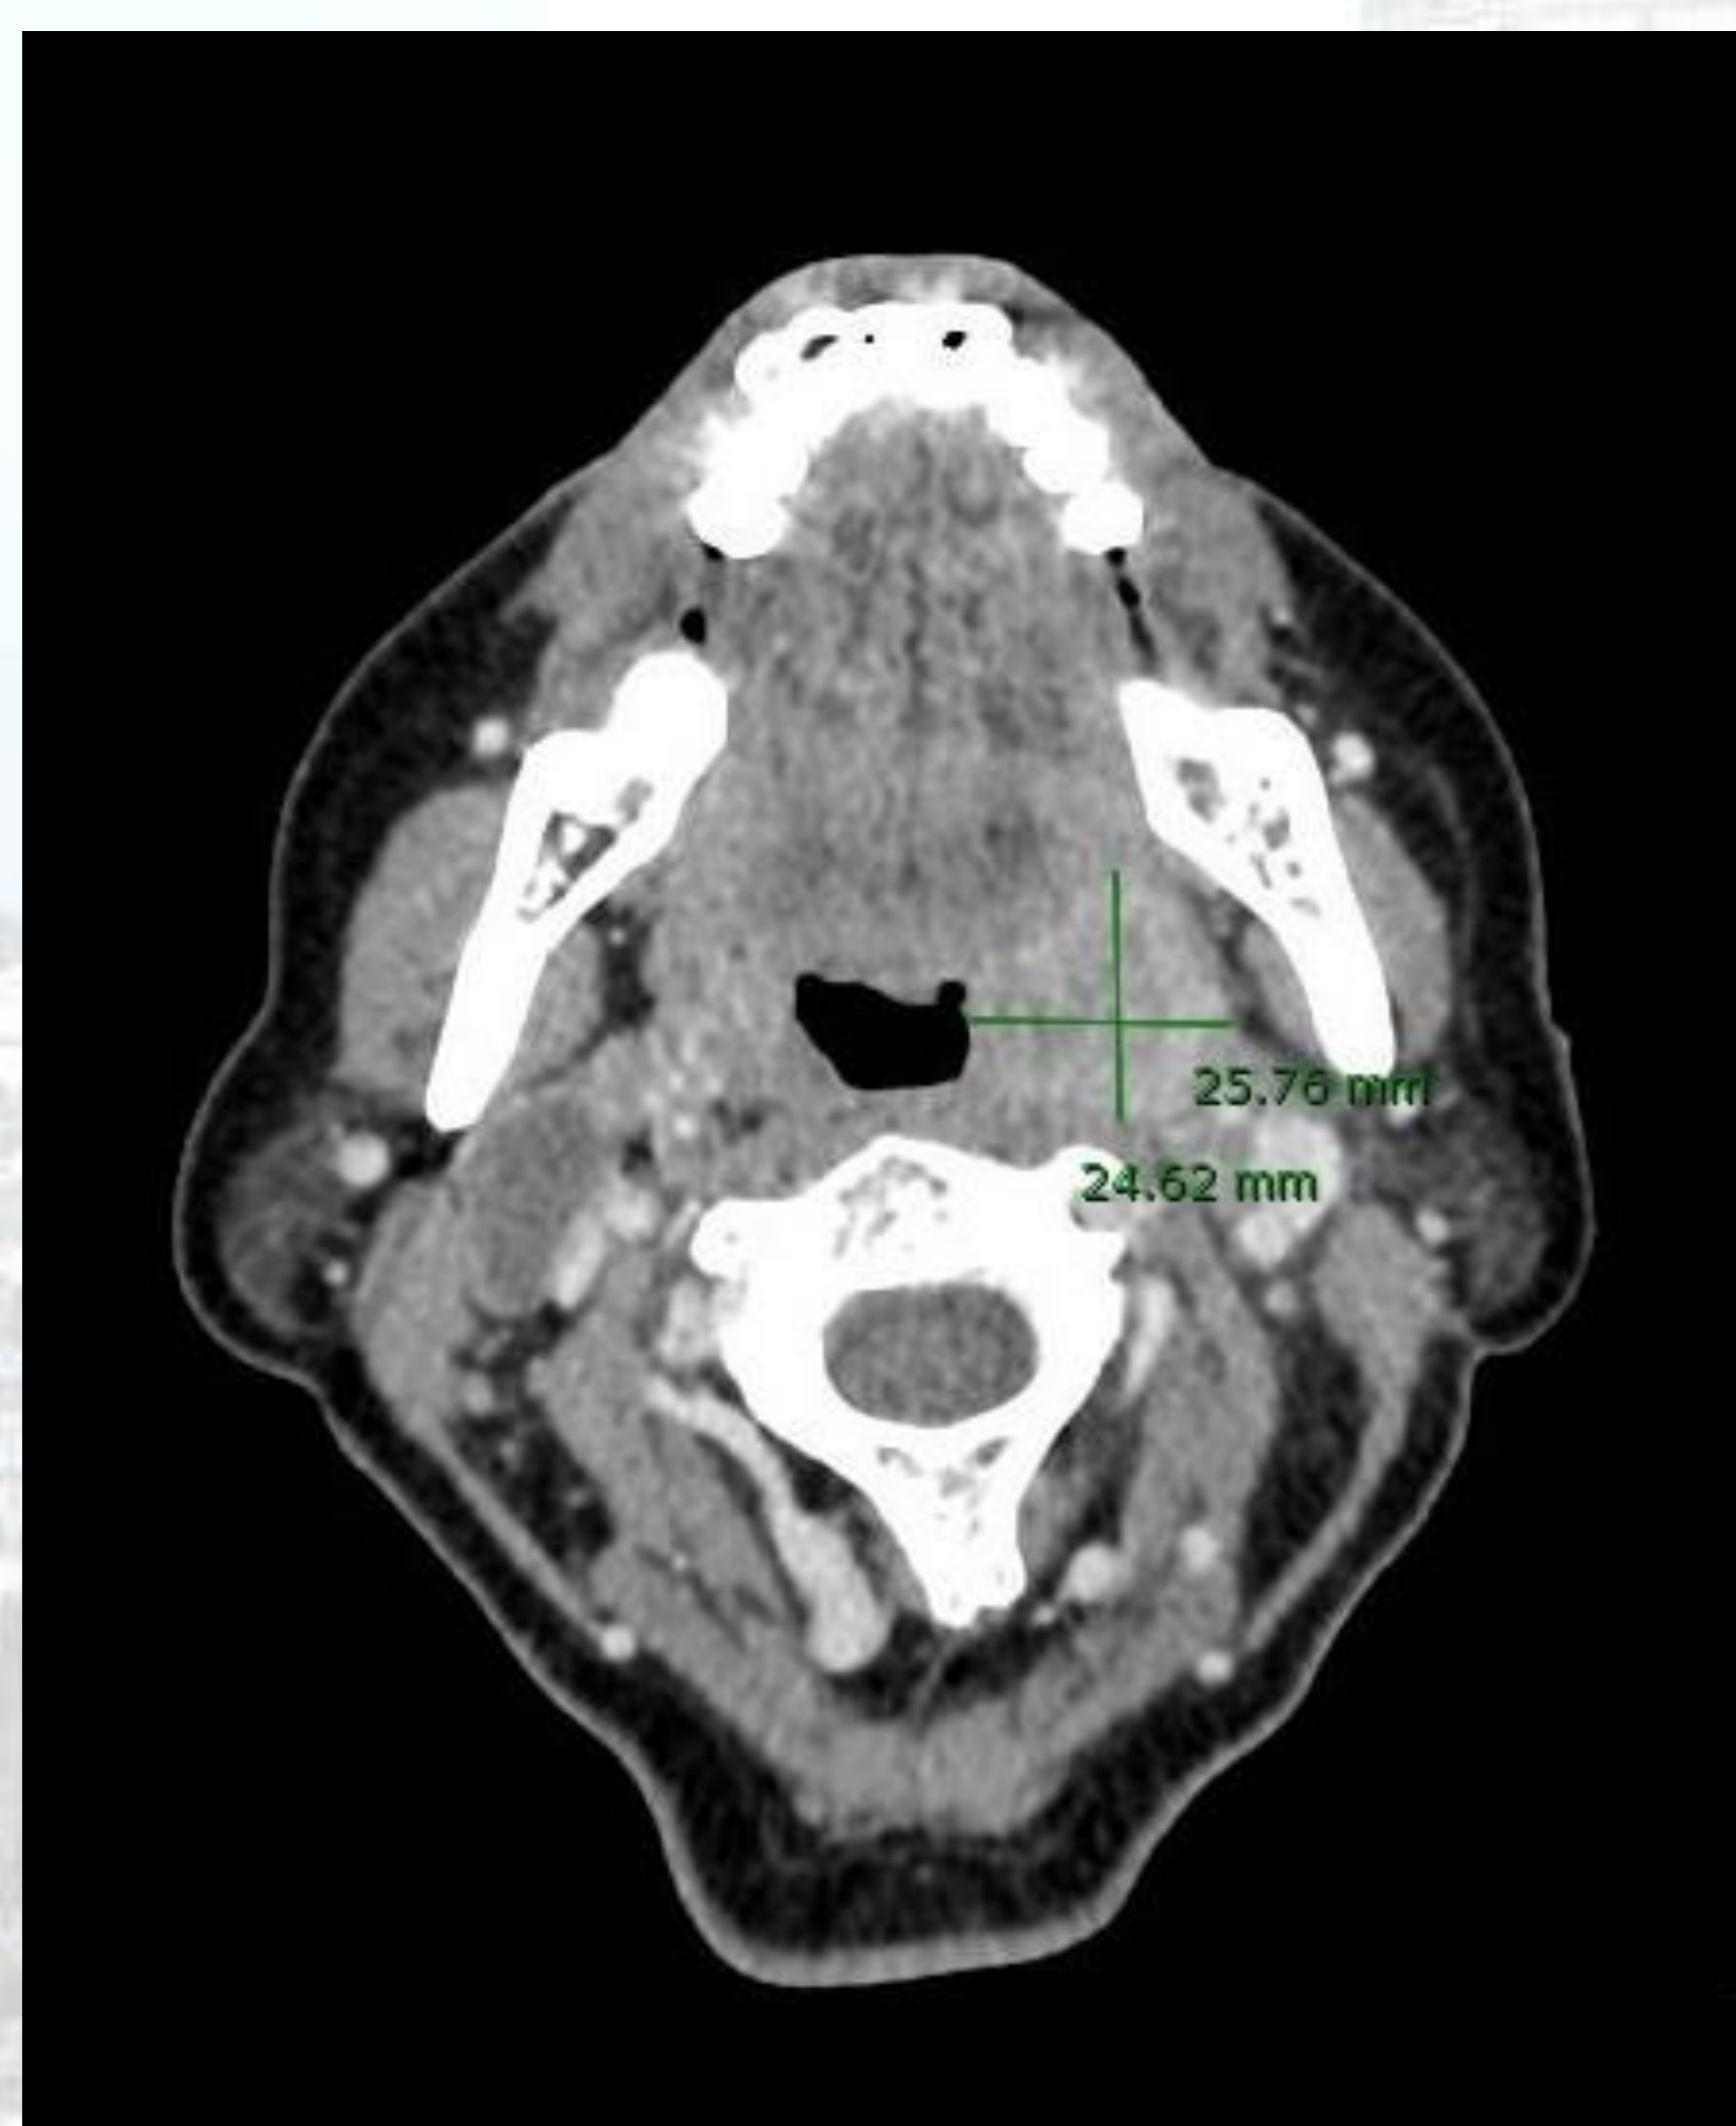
TC (17/05/2017); Imagen 3: RMN (06/06/2017)
